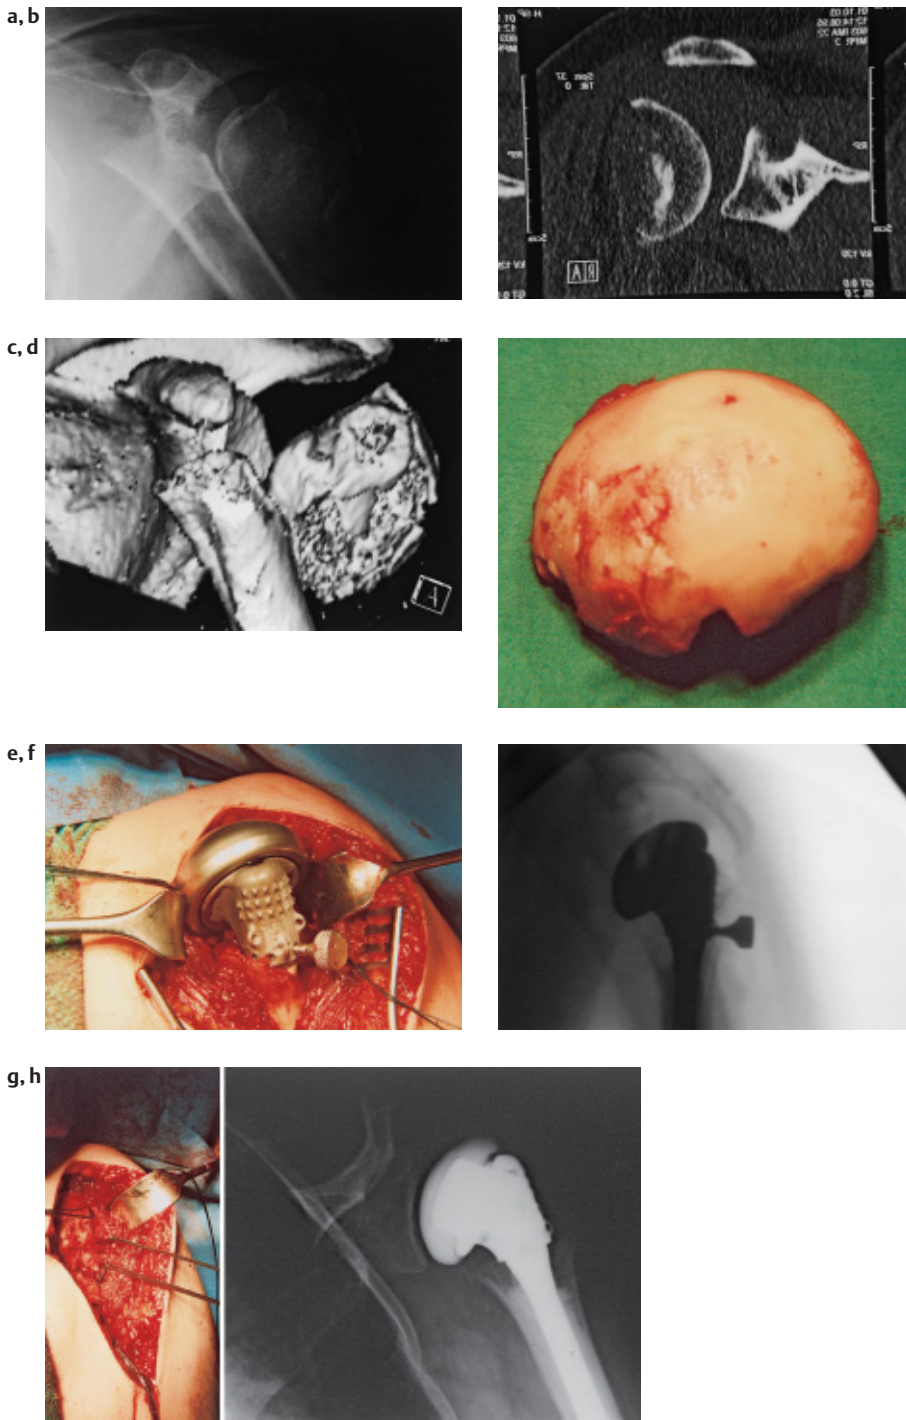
Proximale Oberarmfraktur mit Dislokation des Kopfsegmentes (a), im CT erkennt man das kleine Kalottenfragment (b), im 3D-CT die Dislokation und Frakturierung der Kalotte (c), Darstellung der scheibenförmigen Kalottenfragmente in situ (d), Probereposition der Prothese, die Tuberkula sind mit Merselinähten angeschlungen (e), Probereposition (f), nach Implantation der Originalprothese Rekonstruktion der Tuberkula, die gegeneinander an der Prothese und am Schaft fixiert werden (g), postoperatives Röntgenbild (h).
